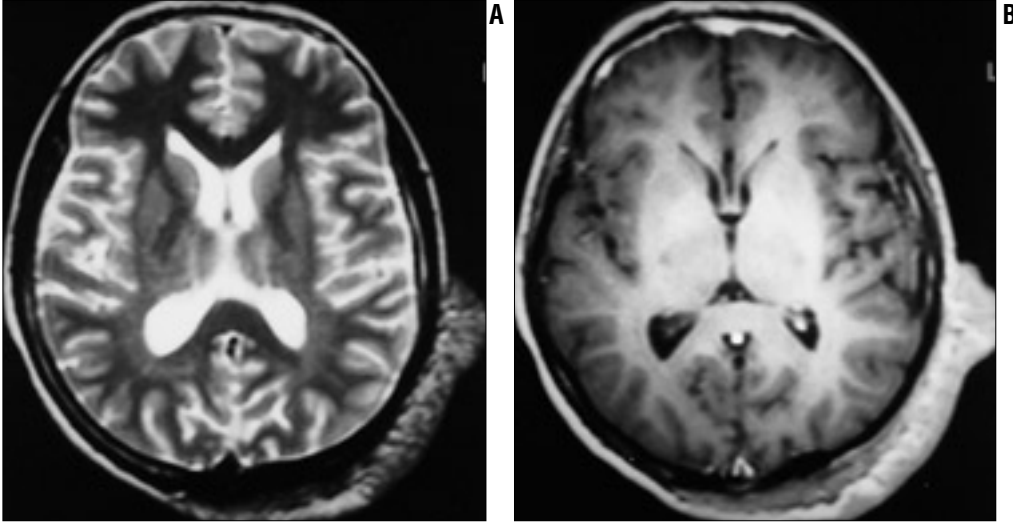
Olgunun 11 yaşındaki kranial manyetik rezonans tetkiki. T2A aksiyel görüntüde sağda daha büyük boyutta olmak üzere bilateral globus pallidus ve internal kapsül lokalizasyonunda hiperintens nodüler lezyonlar izlenmekte (oklar) (A). Prekontrast T1A aksiyel görüntüde lezyonlar beyaz cevhere göre hiperintens olarak izlenmekte (oklar) (B). Postkontrast T1A aksiyel görüntüde lezyonlarda belirgin kontrast tutulumu saptanmamıştır (oklar) (C).
